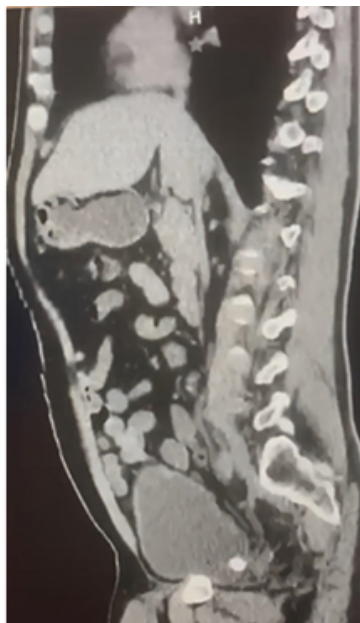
Tomografía abdominopélvica simple, corte sagital con imagen hiperdensa (900 UH) de 23 mm en lado derecho, sugestiva de lito vesical.
